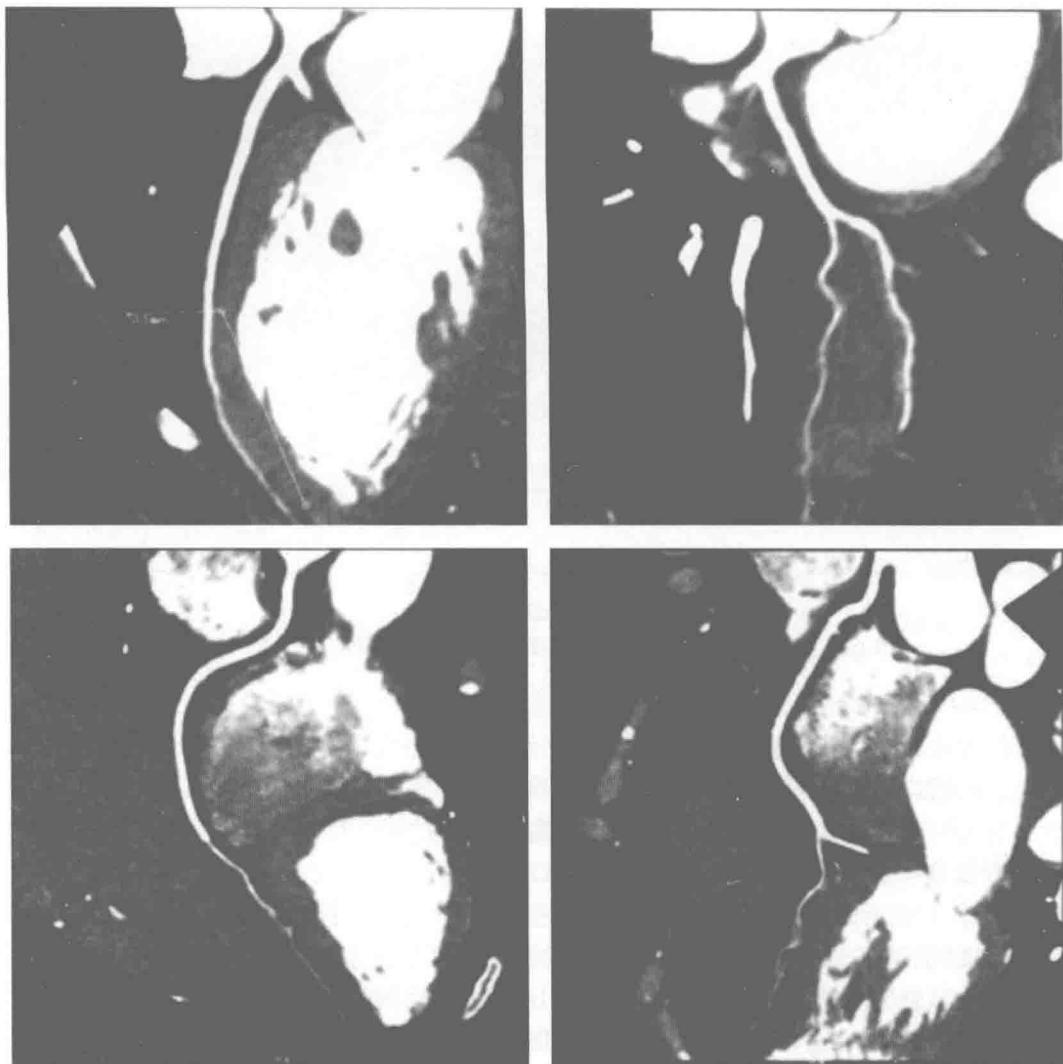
冠状动脉 CT：冠状动脉正常，未见明显斑块形成
